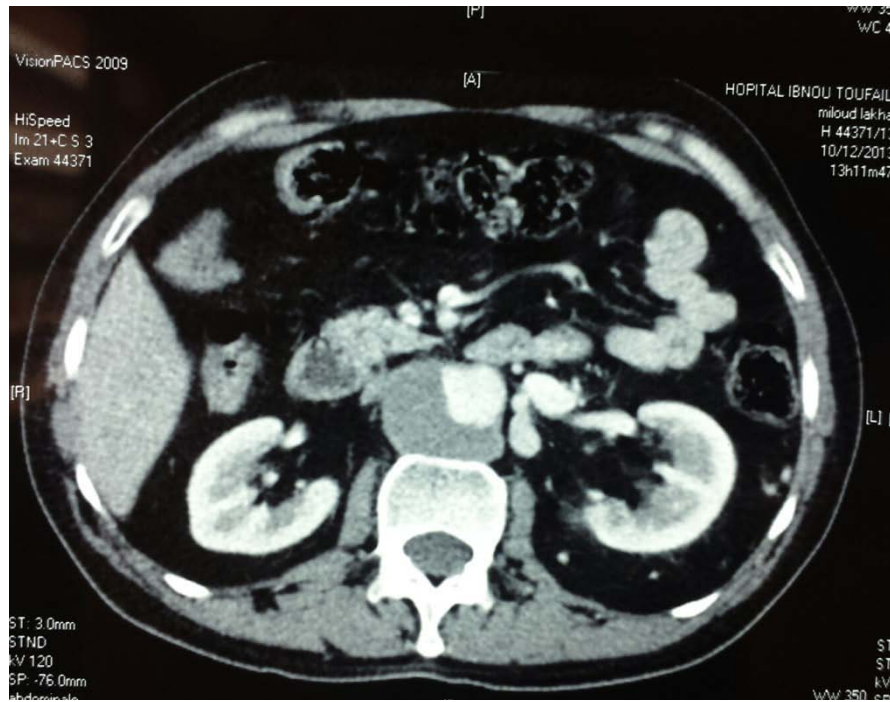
TDM abdominale : Anévrisme de l'Aorte abdominale
